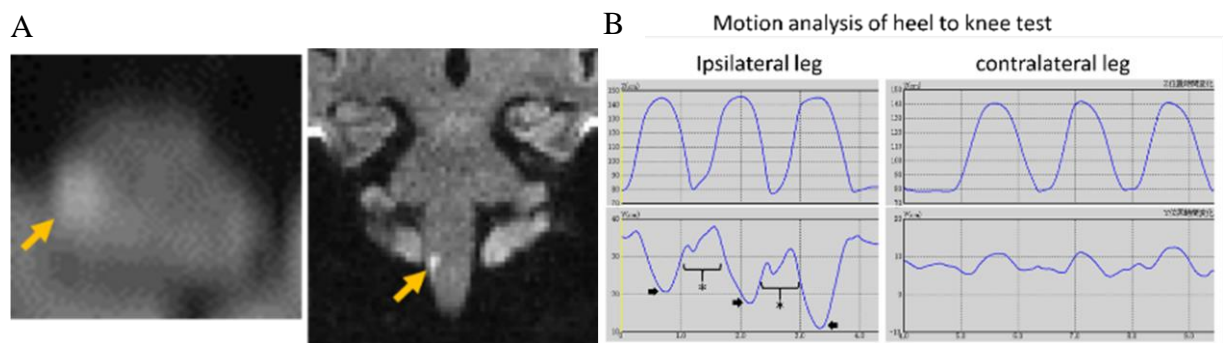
A) 68 歳男性、MRI axial, coronal 画像。右側下部延髄外側梗塞所見。B) 仰臥位膝踵試験の motion capture 画像(上段は高さ方向、下段は体軸横方向)。Ipsilateral leg (患側右下肢)において患側肢の踵で対側左下肢の膝を打つ時に測定異常(\*)と患側下肢を振り上げた時の左右方向へのふらつき(矢印)が観察された。
